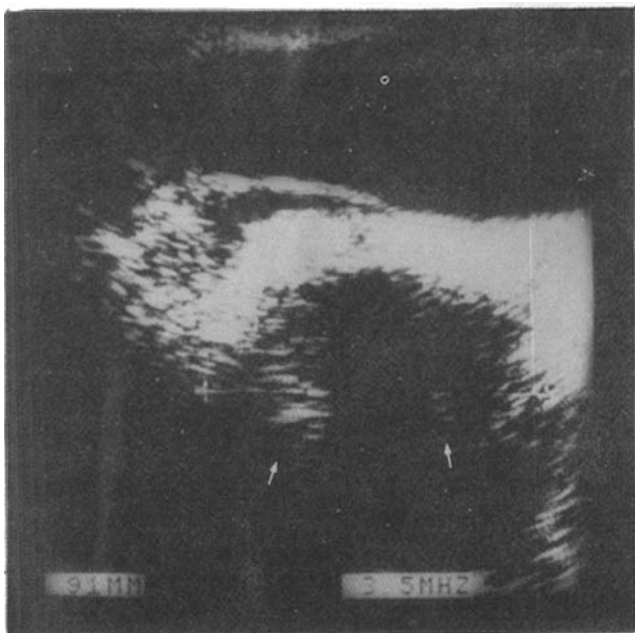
Ultra-sonografia pélvica demonstrando massa arredondada de contornos nítidos e regulares, com textura sólida e homogênea, situada anteriormente ao sacro, deslocando o reto para a frente e para a direita e a bexiga para cima (caso 5).
